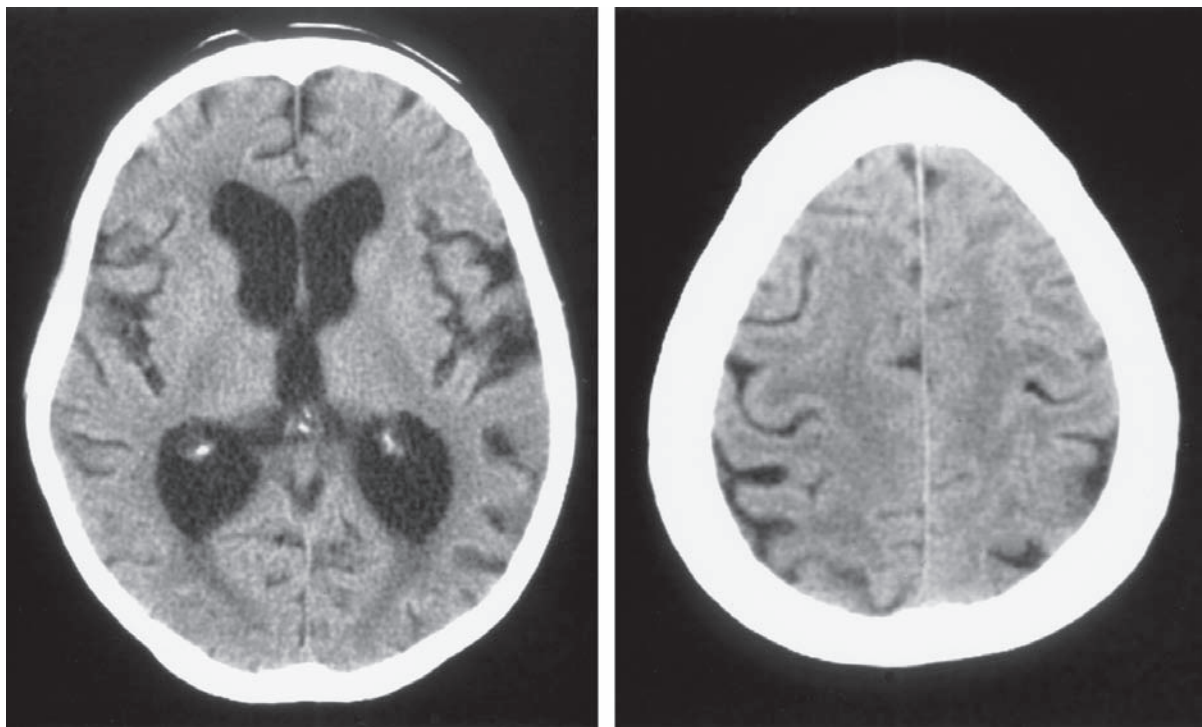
Estudio CT de un paciente con hidrocefalia normotensa. Todos los ventrículos, en particular las astas frontales de los ventrículos laterales (*izquierda*), están aumentados de tamaño de manera desproporcionada debido a la atrofia cortical (*derecha*). Se han diseñado varias fórmulas para cuantificar esa desproporción, pero es difícil aplicarlas y son precisas sólo en ocasiones.
